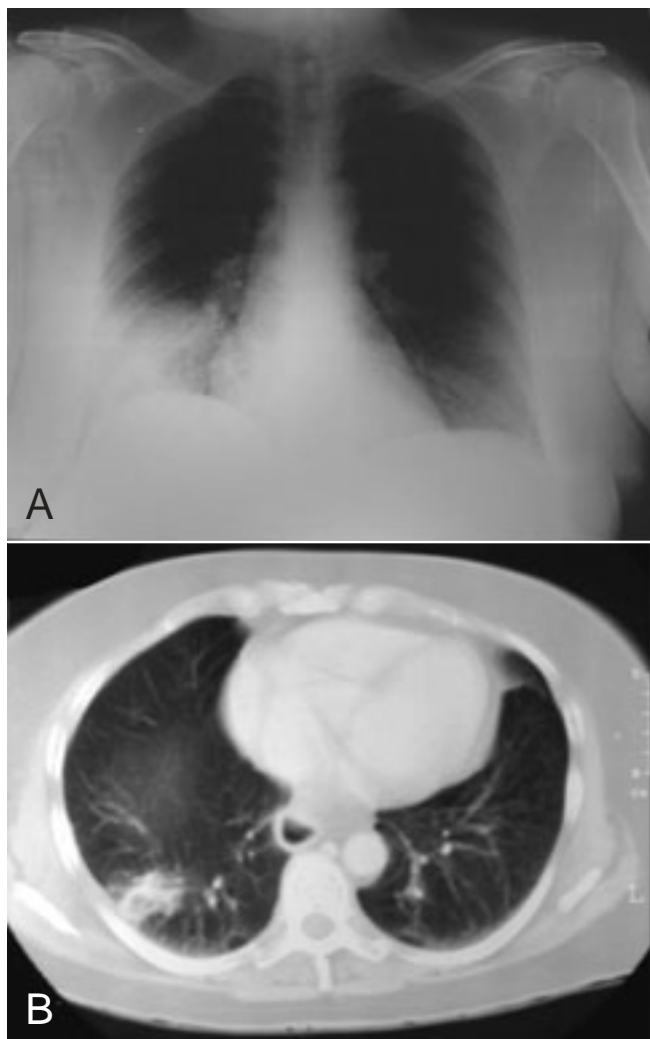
A, Rx tórax PA. Infiltrado en base pulmonar derecha. B, TC torácico. Condensación con cavitación en segmento posterior de lóbulo inferior derecho.
